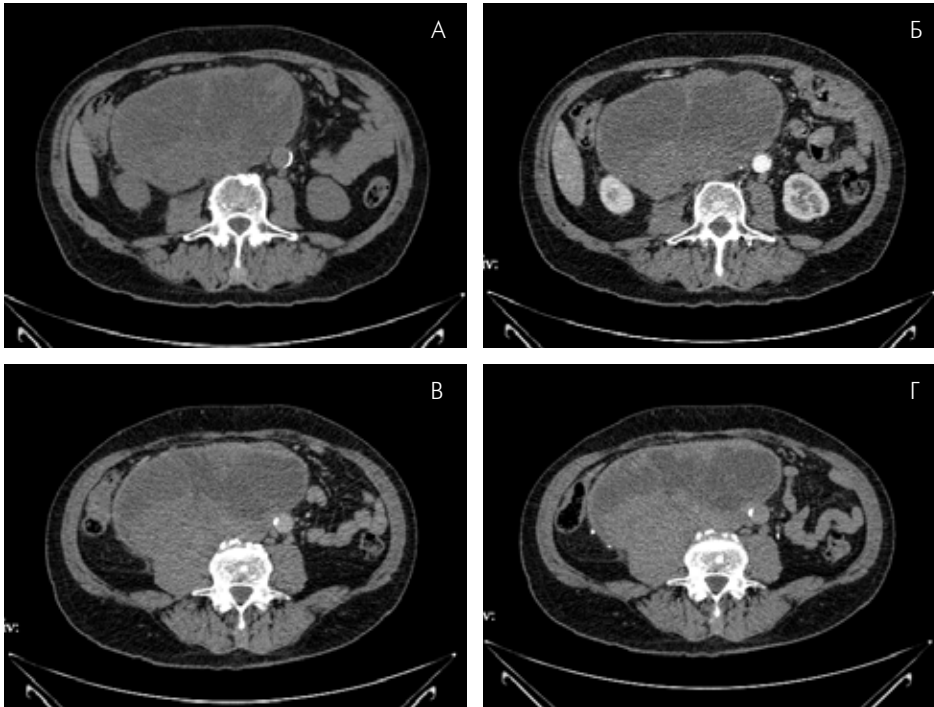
Динамика накопления контрастного вещества при КТ-исследовании
